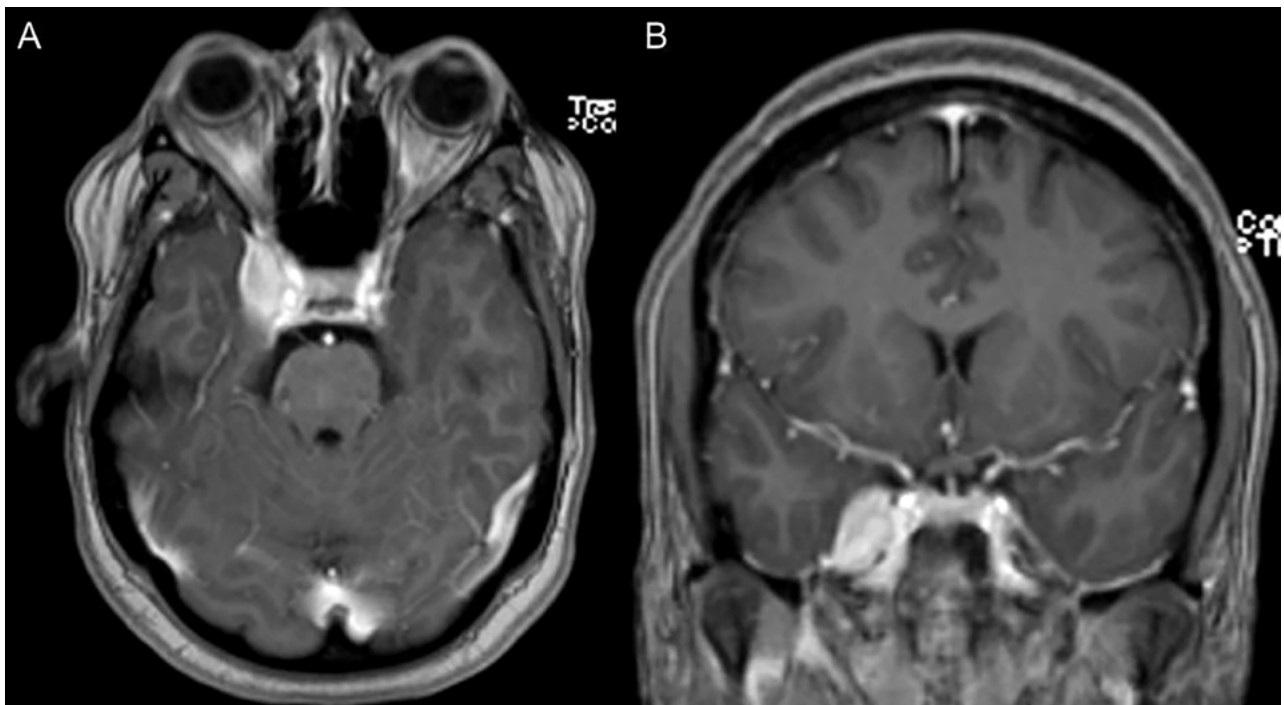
RMN de cerebro en secuencia T1 con contraste (preoperatoria) corte axial y coronal (A y B) que revela una lesión de masa bien delimitada que afecta al seno cavernoso y cávum trigeminal del lado derecho, que realza fuertemente a la administración de contraste con gadolinio.
